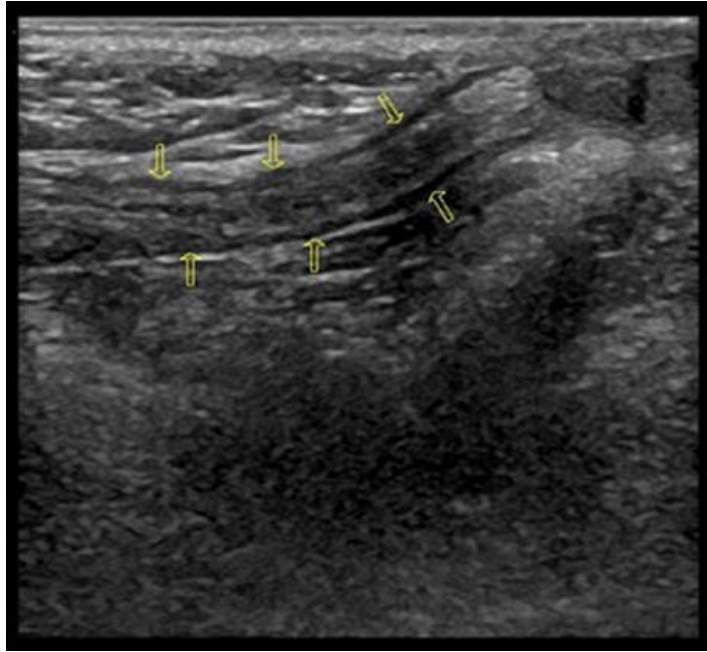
(d'après ⁽⁶²⁾) : Aspect normal du cordon spermatique en échographie (section normale à grand axe du cordon) (les flèches jaunes indiquent les muscles crémasteriques hypoéchogènes).
